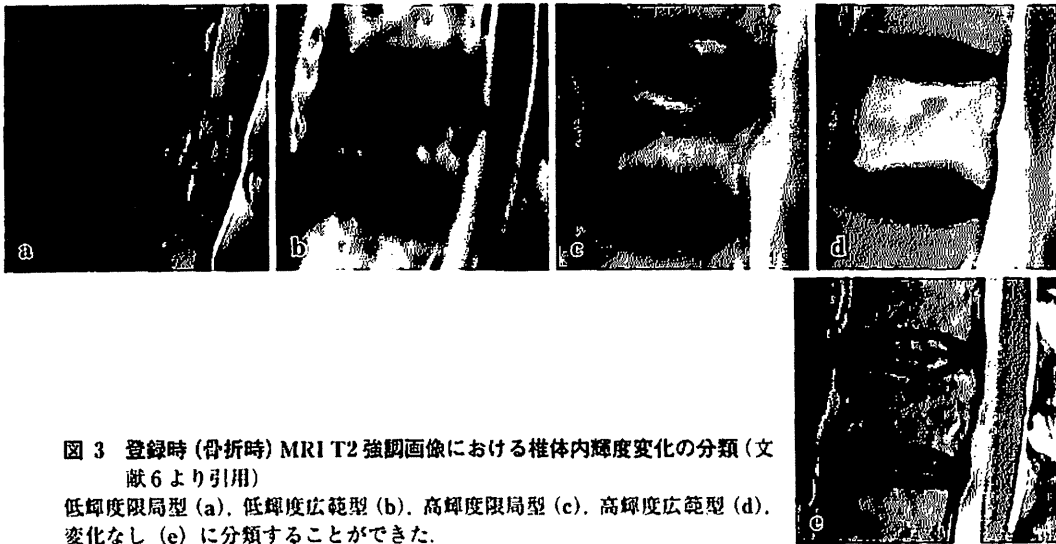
登録時(骨折時)MRI T2強調画像における椎体内輝度変化の分類(文献6より引用)
